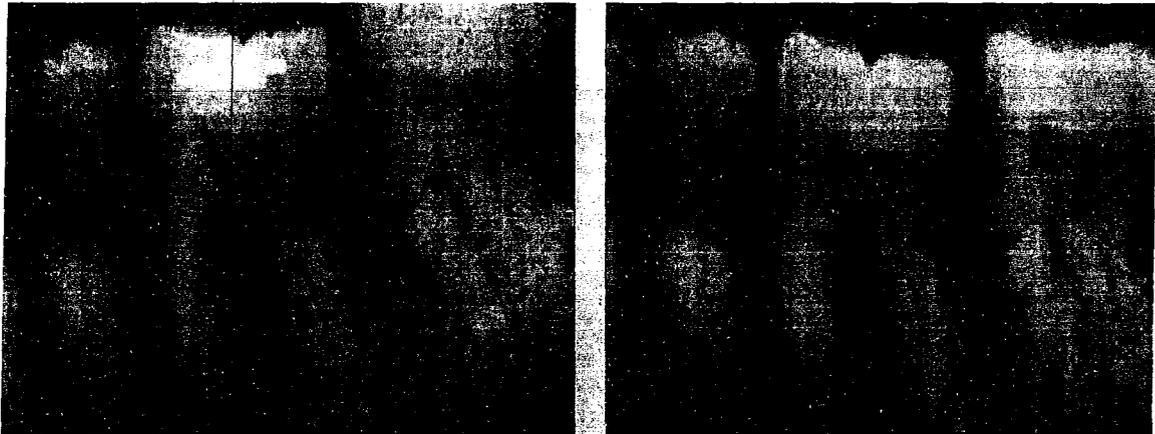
Aspect radiographique d'une atteinte inter-radicalaire de classe II au niveau d'une 36.
